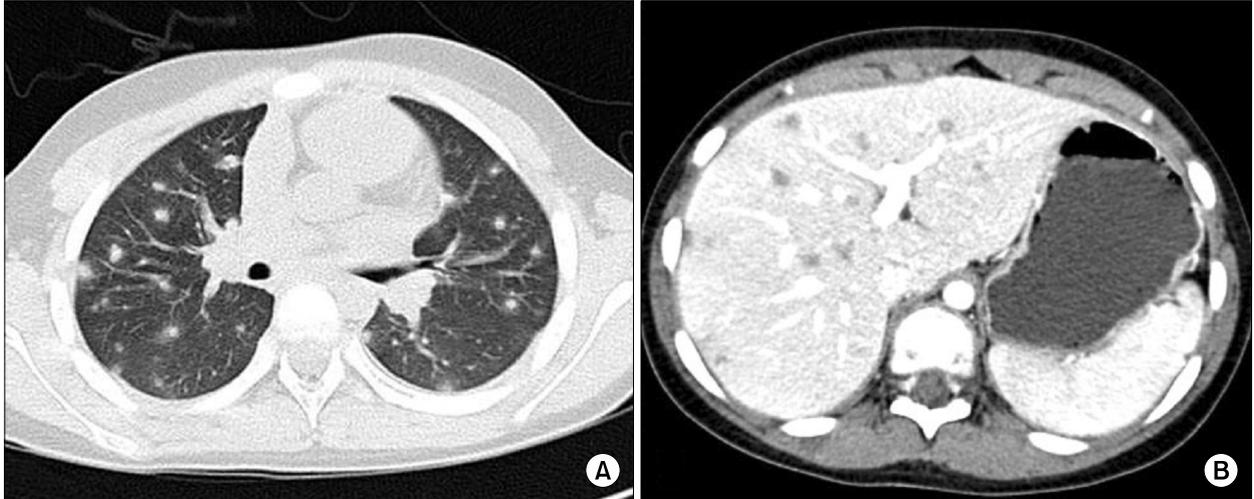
Chest and abdominal CT images of patient 1. (A) Chest CT scan shows multiple, small nodules with poorly-defined margins and a ground-glass opacity. (B) Abdominal CT scan shows multiple, low-attenuated small nodules.
